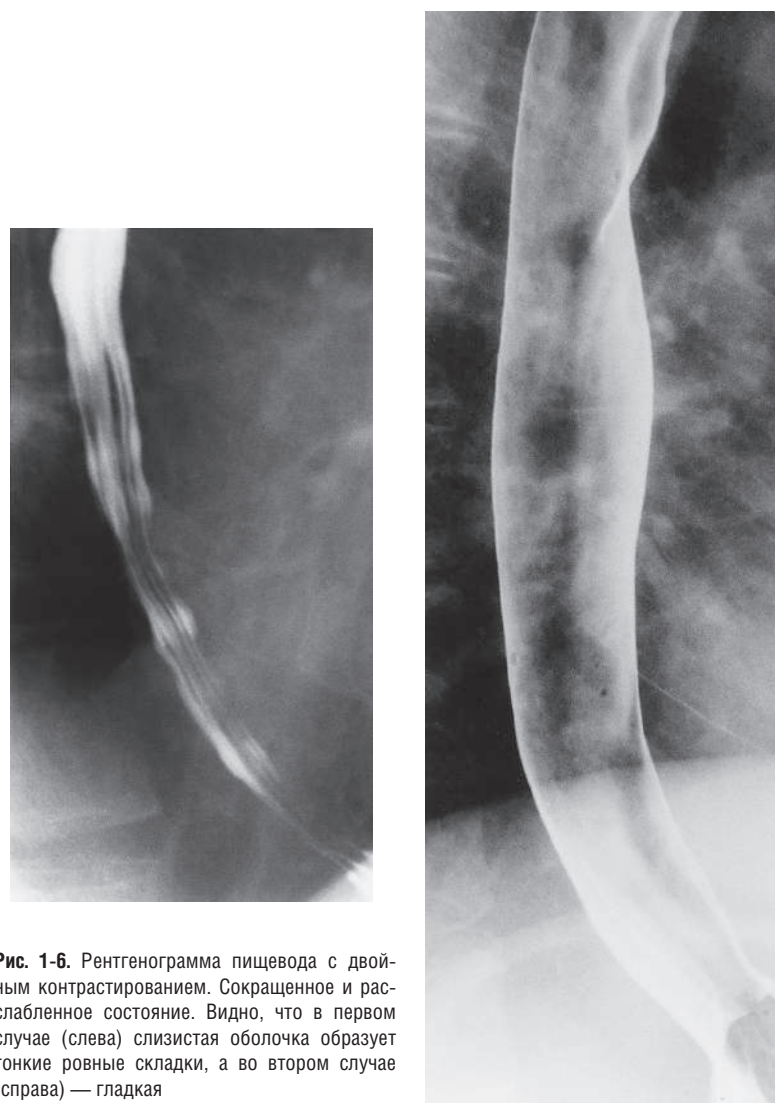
Рентгенограмма пищевода с двойным контрастированием. Сокращенное и расслабленное состояние. Видно, что в первом случае (слева) слизистая оболочка образует тонкие ровные складки, а во втором случае (справа) — гладкая
